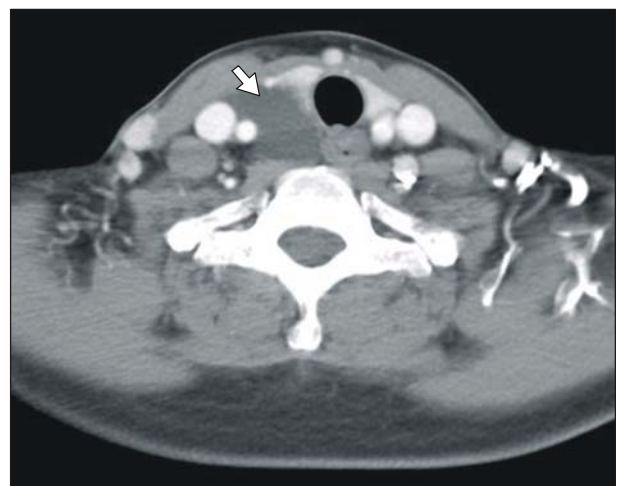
Non-functional parathyroid cyst. Computed tomographic finding showing low-density lesion (white arrow) on postero-inferior portion of the lower pole of right thyroid gland.
